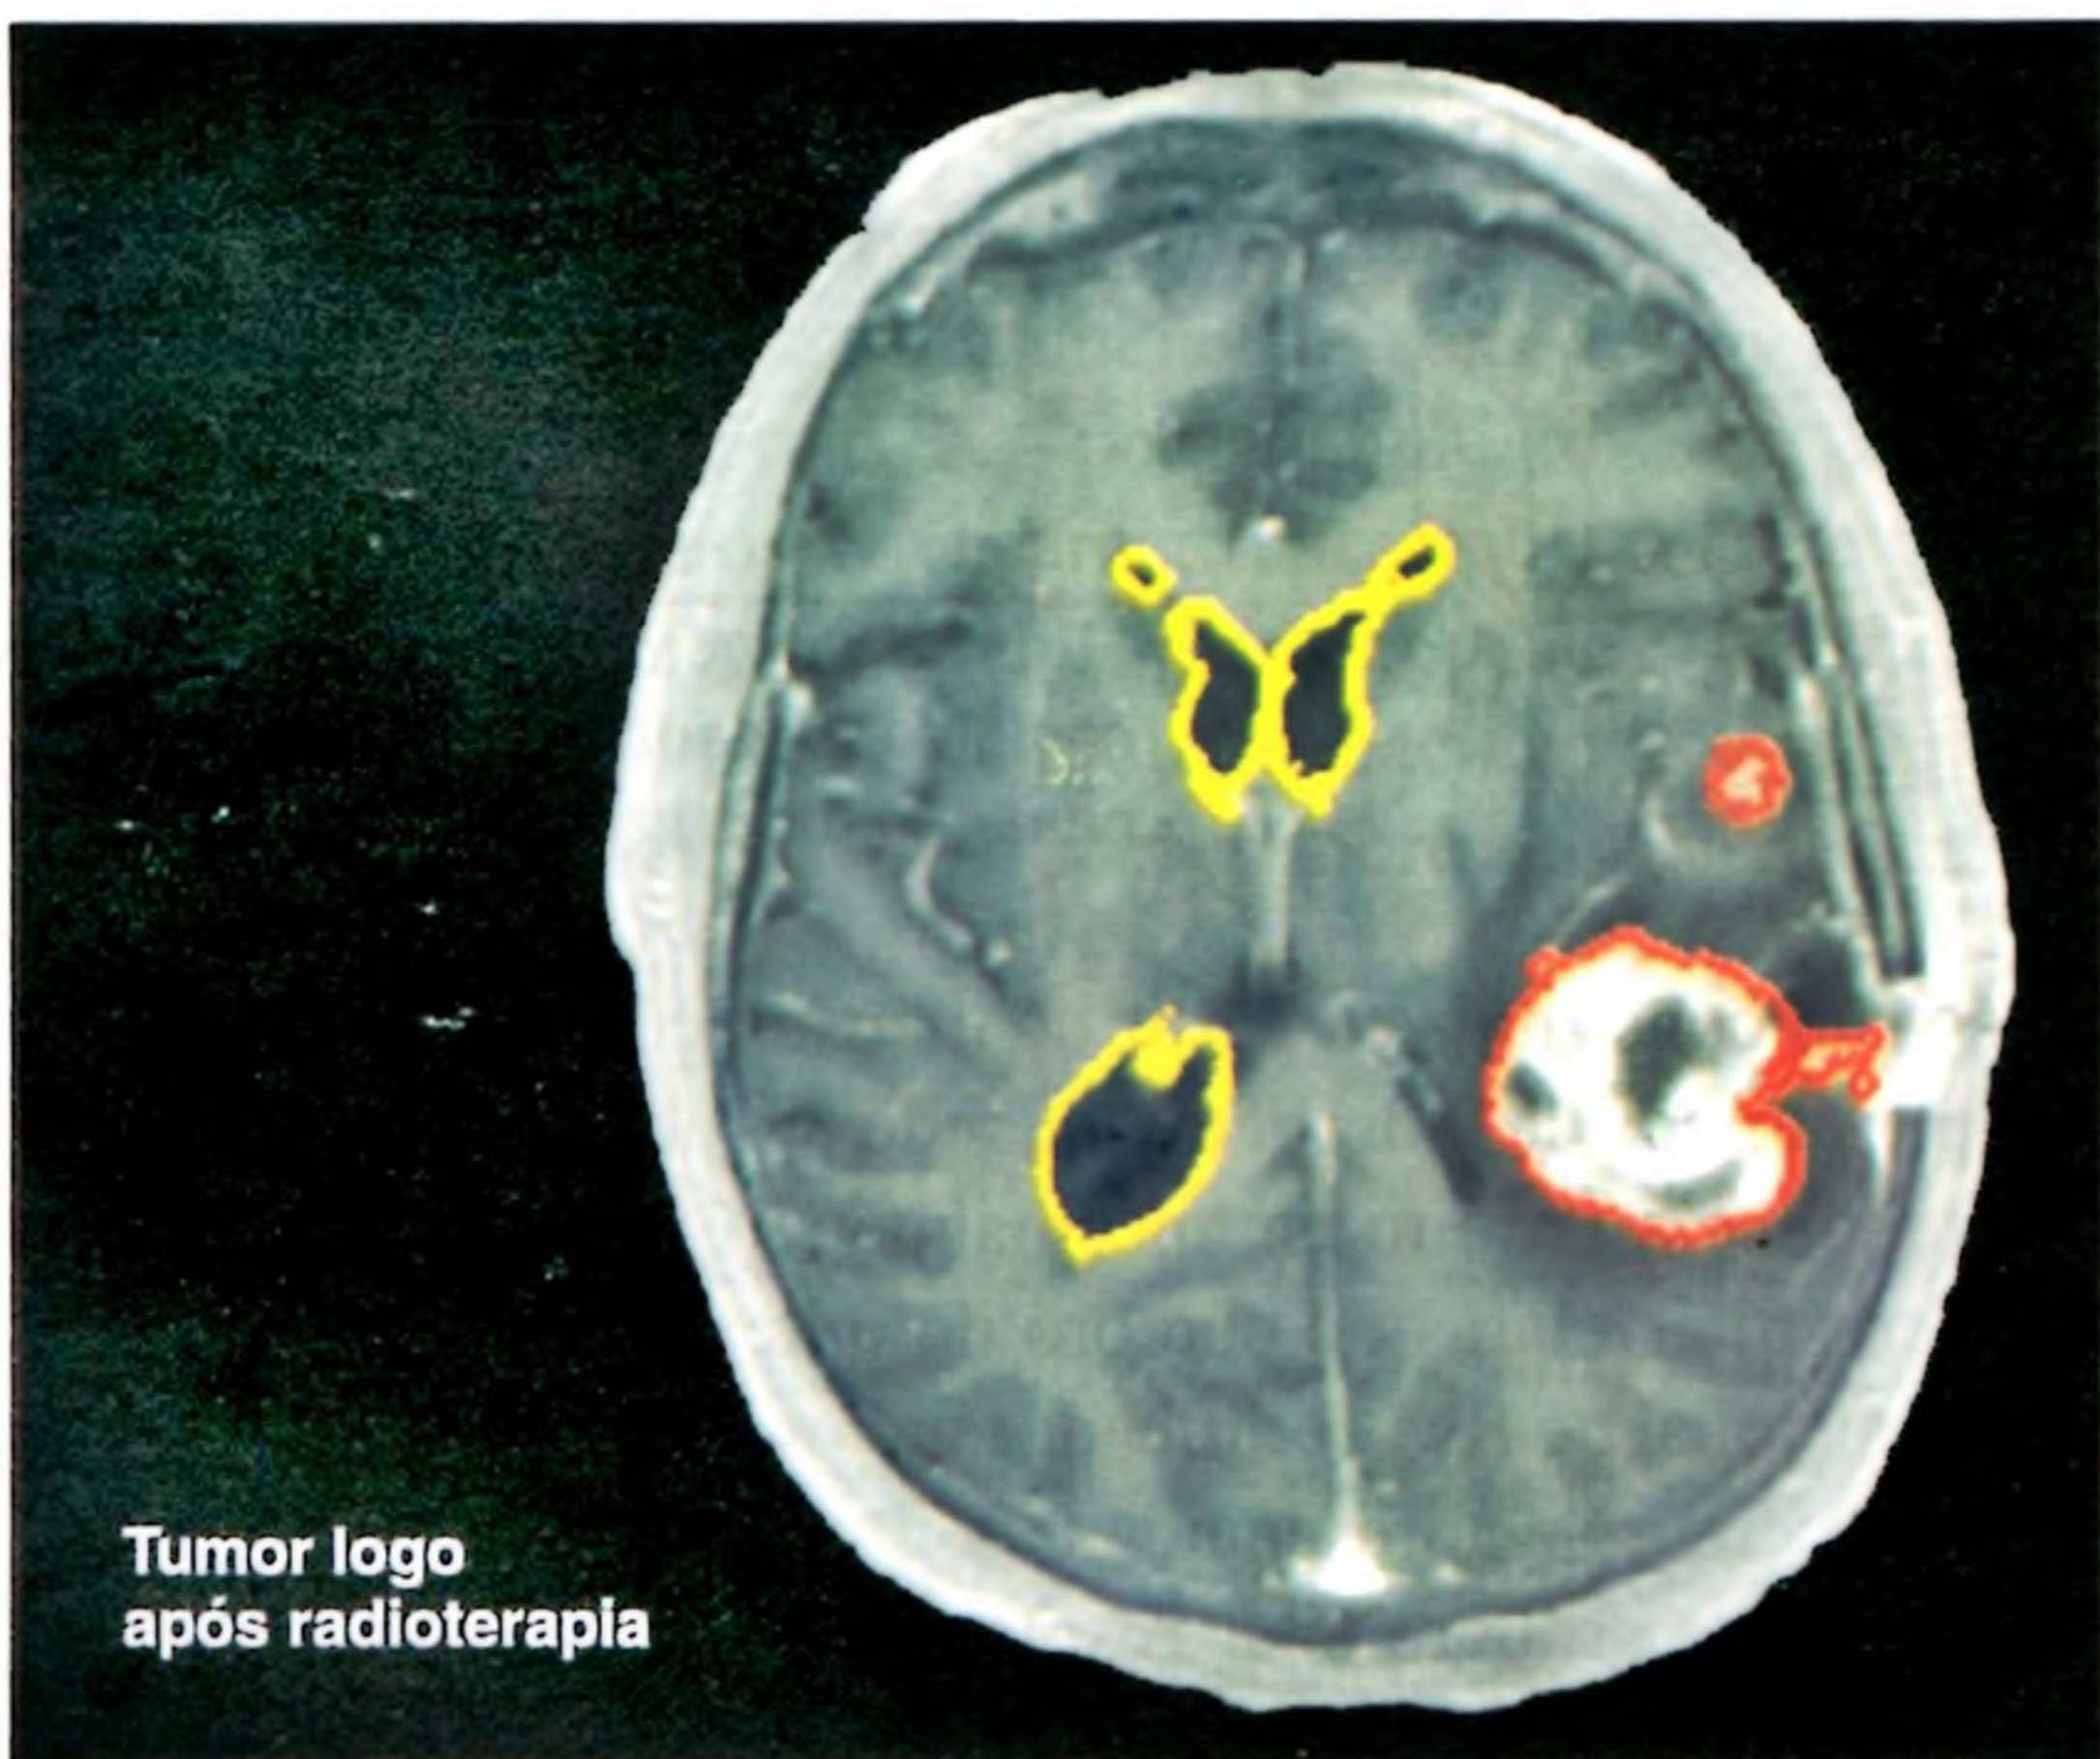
A RM estrutural também pode fornecer imagens bidimensionais de cortes do cérebro. A imagem de RM superior mostra tumor logo após a radioterapia. A imagem inferior mostra o mesmo tumor algumas semanas depois. Os ventrículos são delineados em amarelo; o tumor aparece em vermelho. (Adaptada de Calmon e cols., 1998; cortesia de Neil Roberts, Universidade de Liverpool.)
